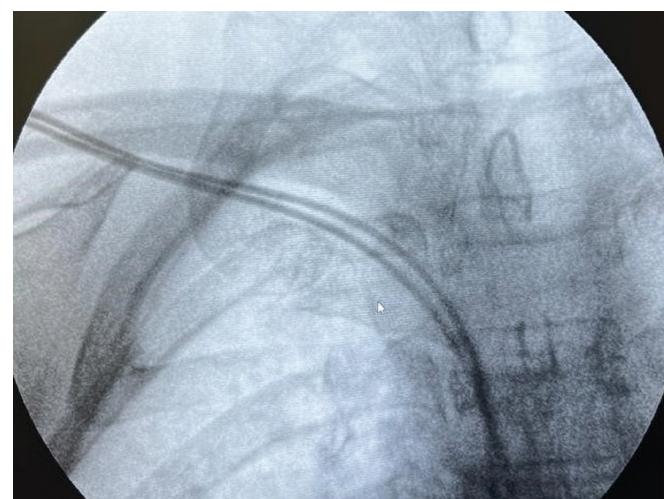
Данные рентгеноископии во время повторной имплантации электрокардиостимулятора: электроды проведены через расширенный просвет правой ПКВ
